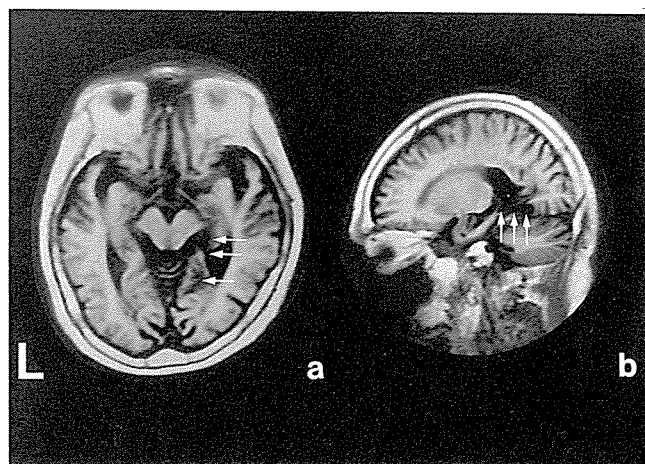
症例4のMRI (T₁強調画像, a: 水平断, b: 矢状断) 海馬傍回後部から舌状回前部にかけての低信号域を認める(矢印)
